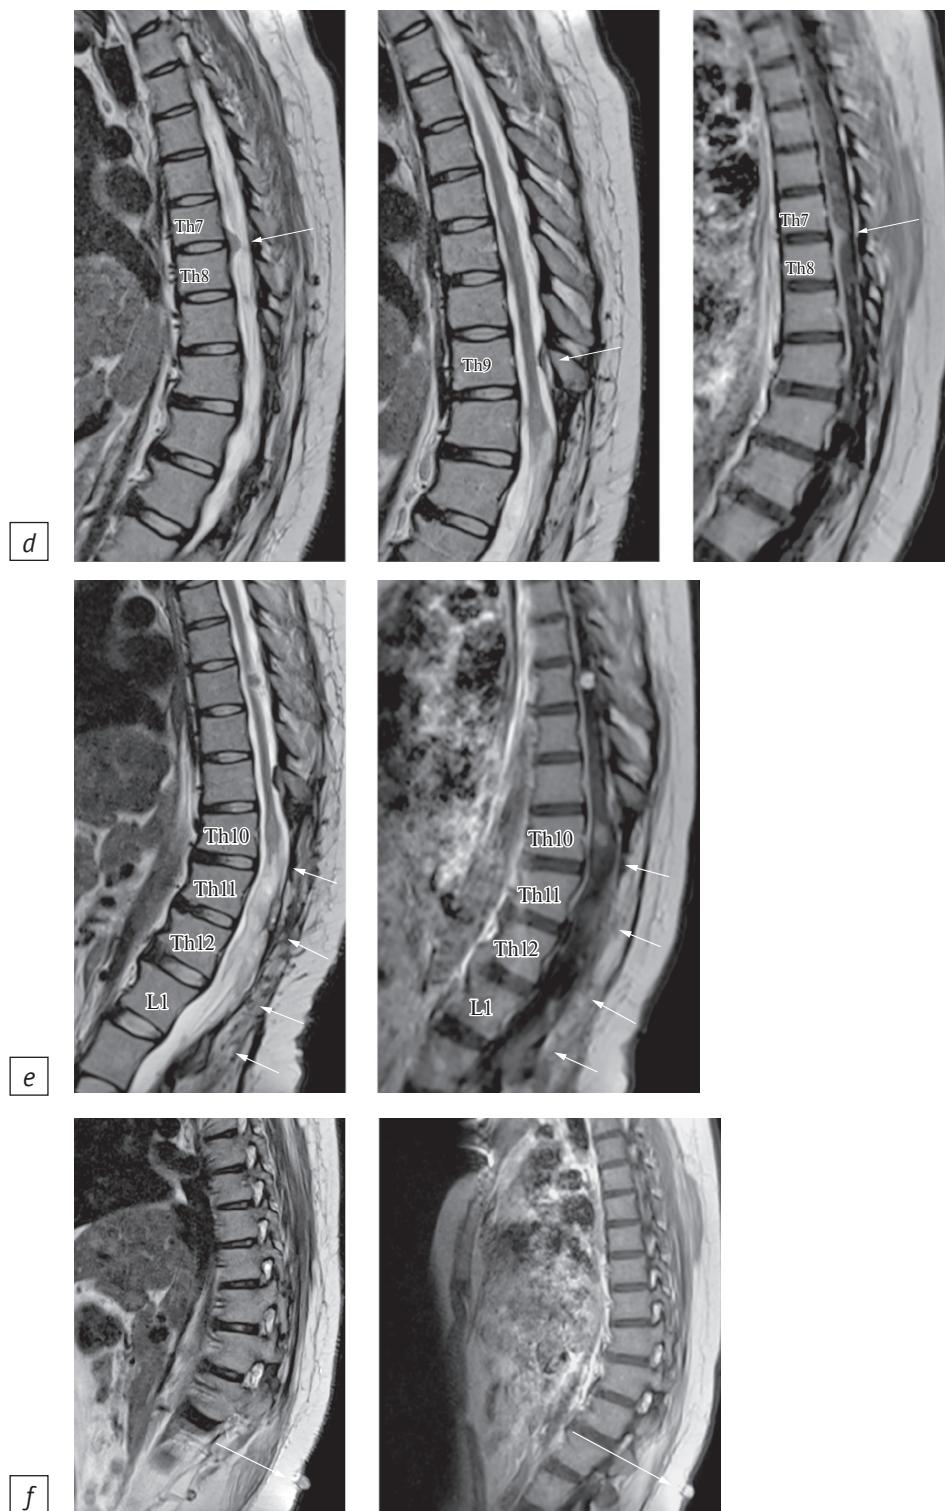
(продолжение). МРТ грудного отдела позвоночника в режиме T2 и T2 FS в сагиттальной проекции до внутривенного контрастирования и в режиме T1 после него:
